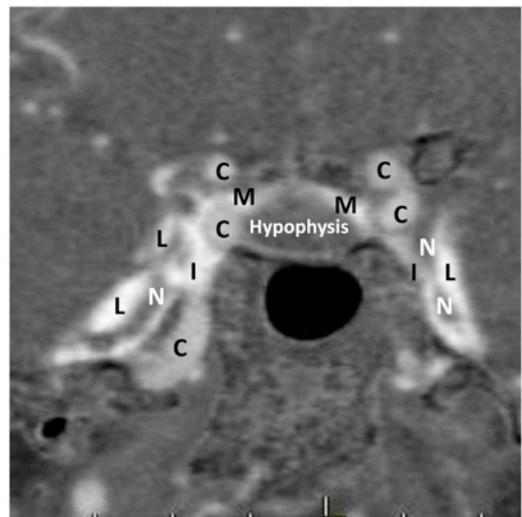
Cavernous sinus CTA coronal MPR
